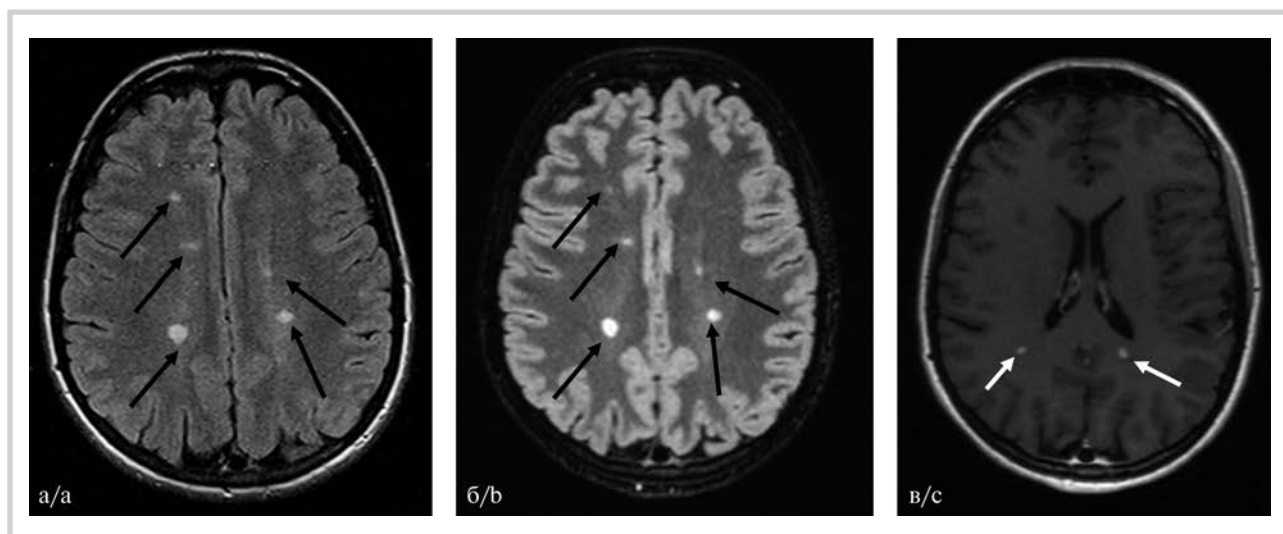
МРТ головного мозга: оценка динамики. Пациентка 18 лет. а — T2 FLAIR от 21.08.2024, б — T2 FLAIR от 22.10.2024, в — T1 с контрастным усилением от 22.10.2024.
